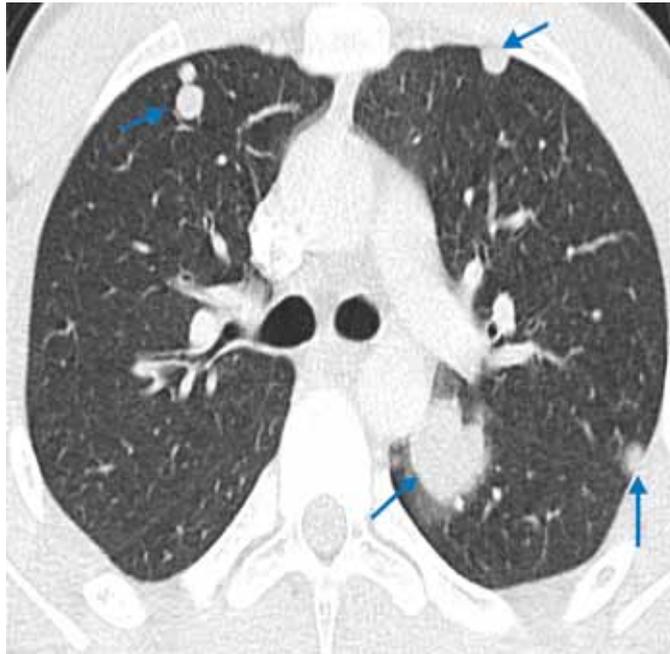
CT-Scan mit multiplen Lungenmetastasen (Pfeile)
